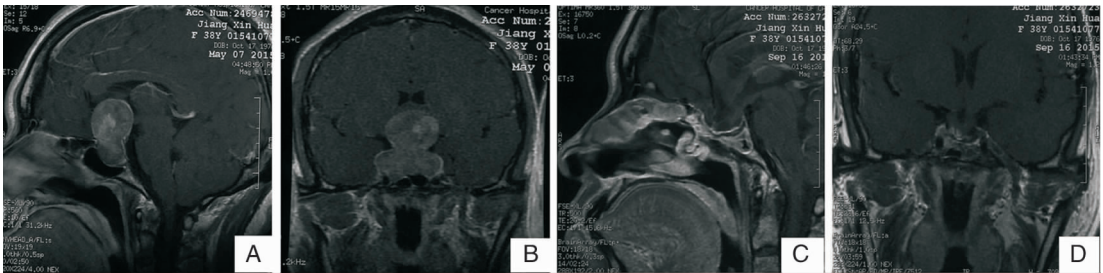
全切除向鞍上明显扩展巨大垂体瘤手术前后 MRI T1 增强对比 A:术前矢状位;B:术前冠状位;C:术后矢状位;D:术后冠状位
